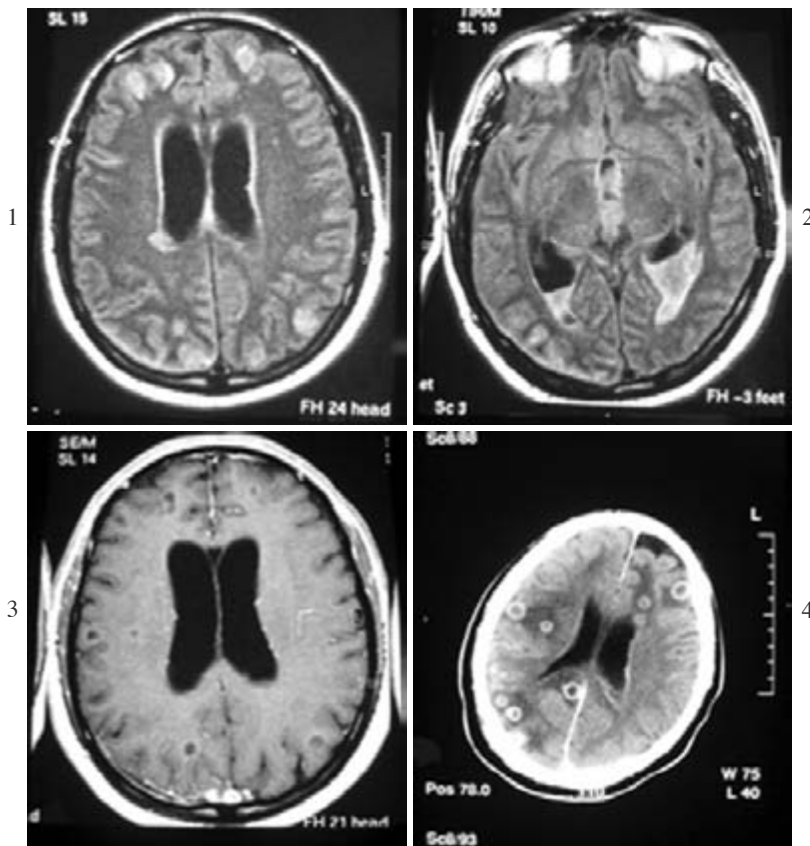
RMN all’ingresso in Terapia Intensiva.
